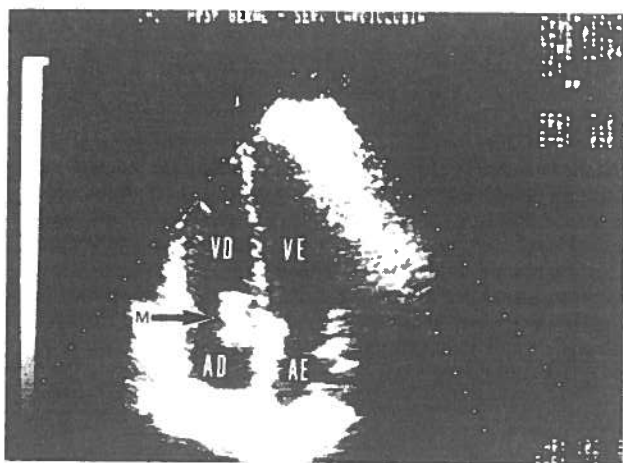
Ecocardiograma bidimensional em incidência apical 4 câmaras: massa intra - auricular direita (M), aderente ao septo inter-auricular. AD=aurícula direita, AE=aurícula esquerda, VD=ventrículo direito, VE=ventrículo esquerdo.
